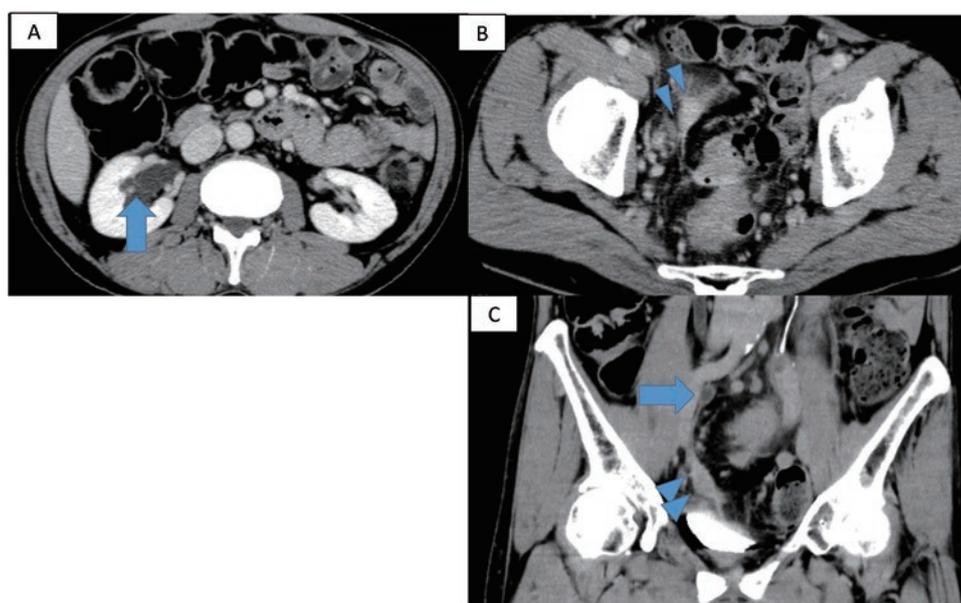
初回再発時の造影CT。右側下部尿管の狭窄所見および右腎盂拡張(A矢印, C矢印)があり、尿管狭窄部の近傍の腹膜に造影効果を伴う肥厚像(B, C矢頭)を認めた。
